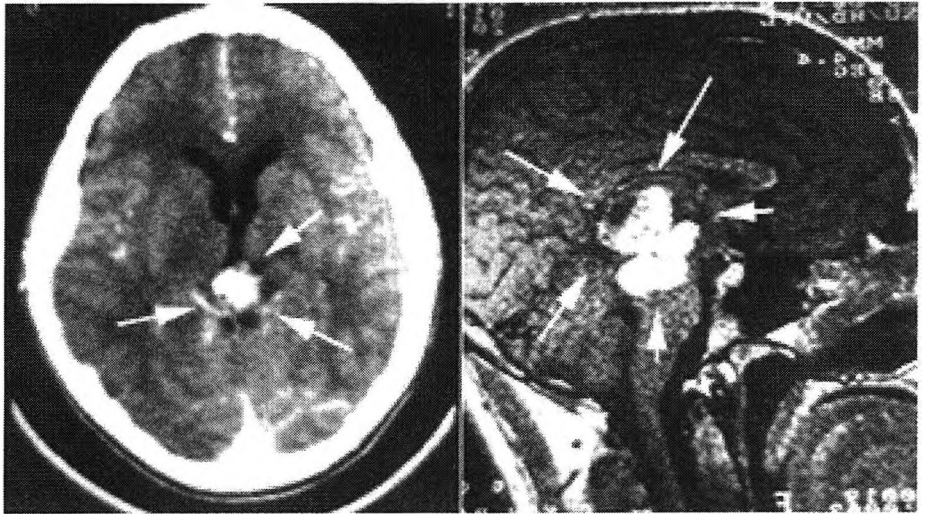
Radiología de los tumores pineales. En la TAC de la izquierda puede observarse una pequeña tumoración (rodeada por las flechas blancas), homogénea e hipercaptante, situada en la región pineal, que corresponde a un disgerminoma. Otro tumor de la misma estirpe, de aspecto bilobulado, está presente en la RMN de la derecha.
